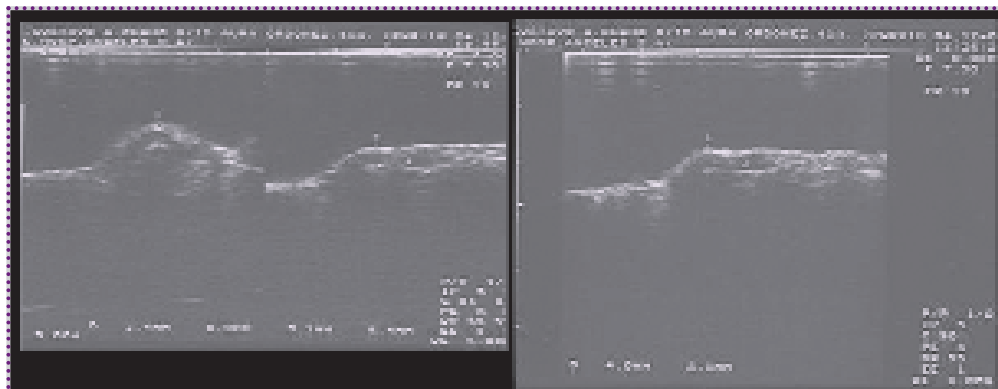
Los cortes longitudinal y transverso muestran masa hipogénica en el borde interno del dedo índice izquierdo, cuyos contornos son regulares, de aspecto sólido y con datos ultrasonográficos de benignidad.
